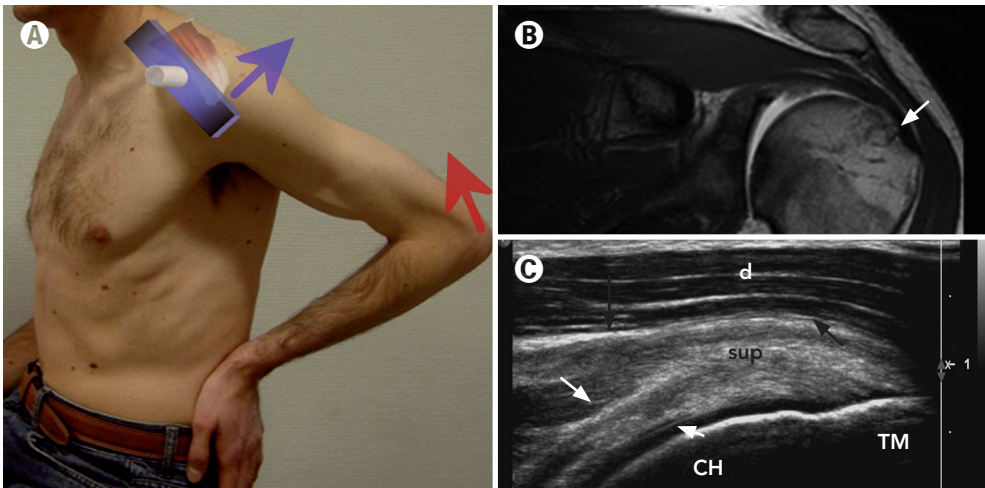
A) Posición 5 (Middleton). Barrido del tendón supraespinoso en su eje largo (flecha). En los planos posteriores se visualizará también el tendón infraespinoso en su eje largo. Para exponer y tensar más estos tendones el explorador puede forzar la aducción como refleja la flecha roja, para lo cual puede utilizar su propio codo. B) Tendón supraespinoso (flecha) en imagen coronal artro-RM. C) Eje largo del tendón supraespinoso (sup). Tuberosidad mayor (TM). Plano bursal (flechas negras). Cartílago hialino (flecha blanca corta). Unión miotendinosa (flecha larga). Deltoides (d). Cabeza humeral (CH).
